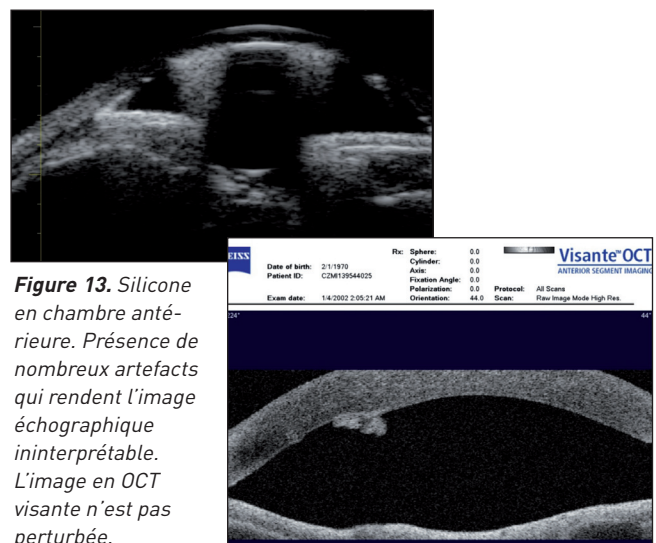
Silicone en chambre antérieure. Présence de nombreux artefacts qui rendent l'image échographique ininterprétable. L'image en OCT visante n'est pas perturbée.
